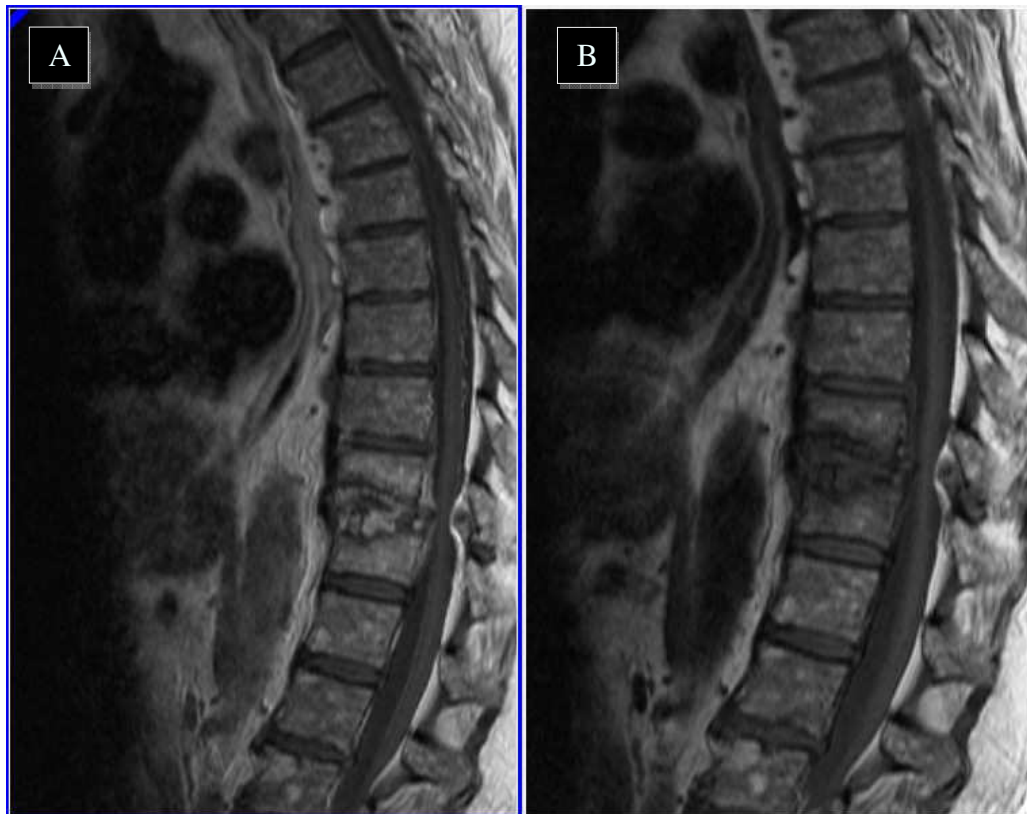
Typisches MRT-Bild einer Spondylodiszitis BWK8/9 mit intraspinaler Beteiligung, knöcherner Destruktion sowie bereits beginnender Subluxation in (A) T1 mit KM und in (B) T1 ohne KM.
